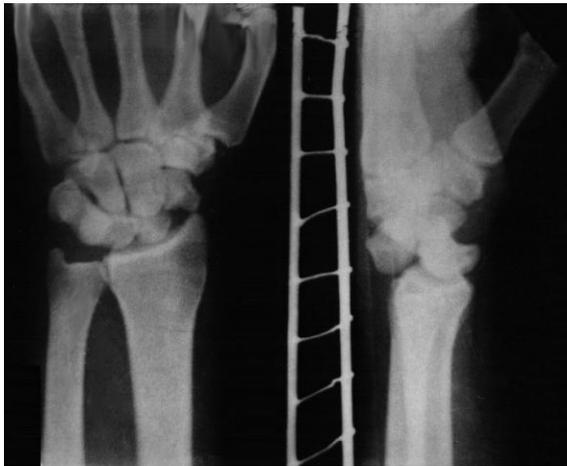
Рентгенограммы больного К., 18 лет, при поступлении.
